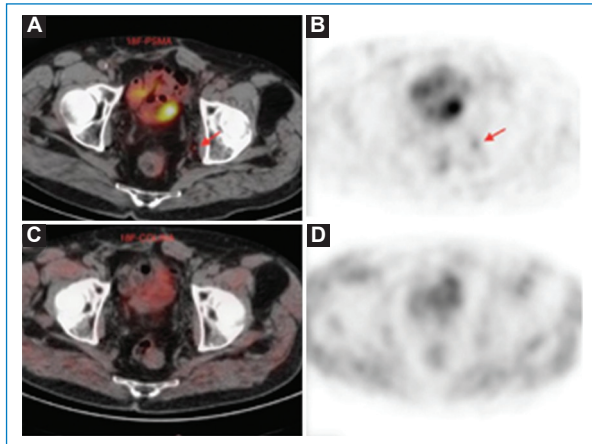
PET/TC colina negativo (C, D) y PET/TC PSMA positivo (A, B) en lecho quirúrgico marcado con flecha roja. Paciente con RCP posterior a una prostatectomía radical con linfadenectomía, PSA disparador 0,85 ng/ml.
